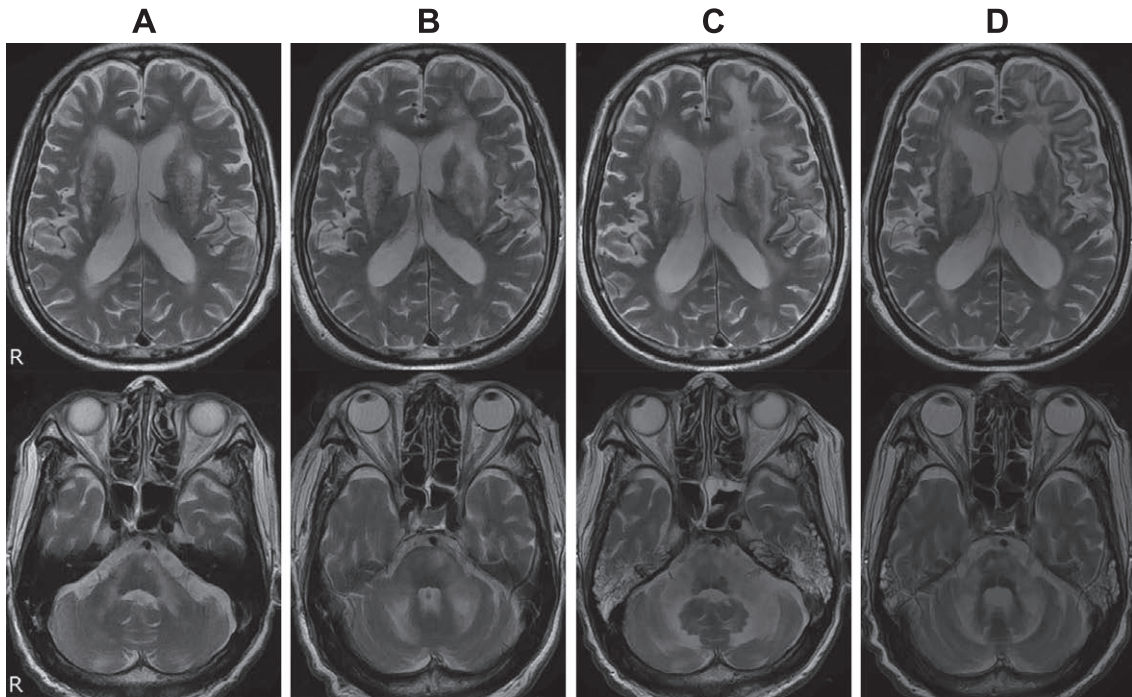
Sequential brain MRI.
